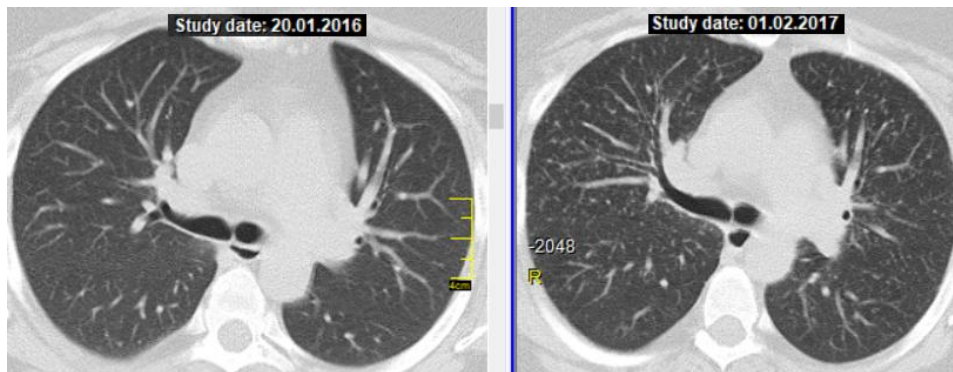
КТ хворої Ш., 38 років. Зліва – візит 5, клінічне вилікування, відміна ГКС-терапії, справа – рецидив через 1 рік після відміни ГКС-терапії.
